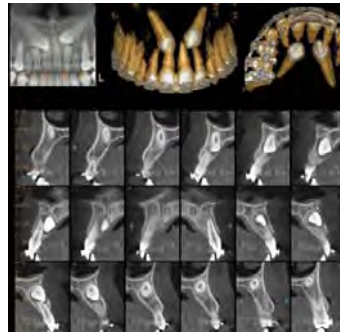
Resonancia axial computarizada¹⁵
